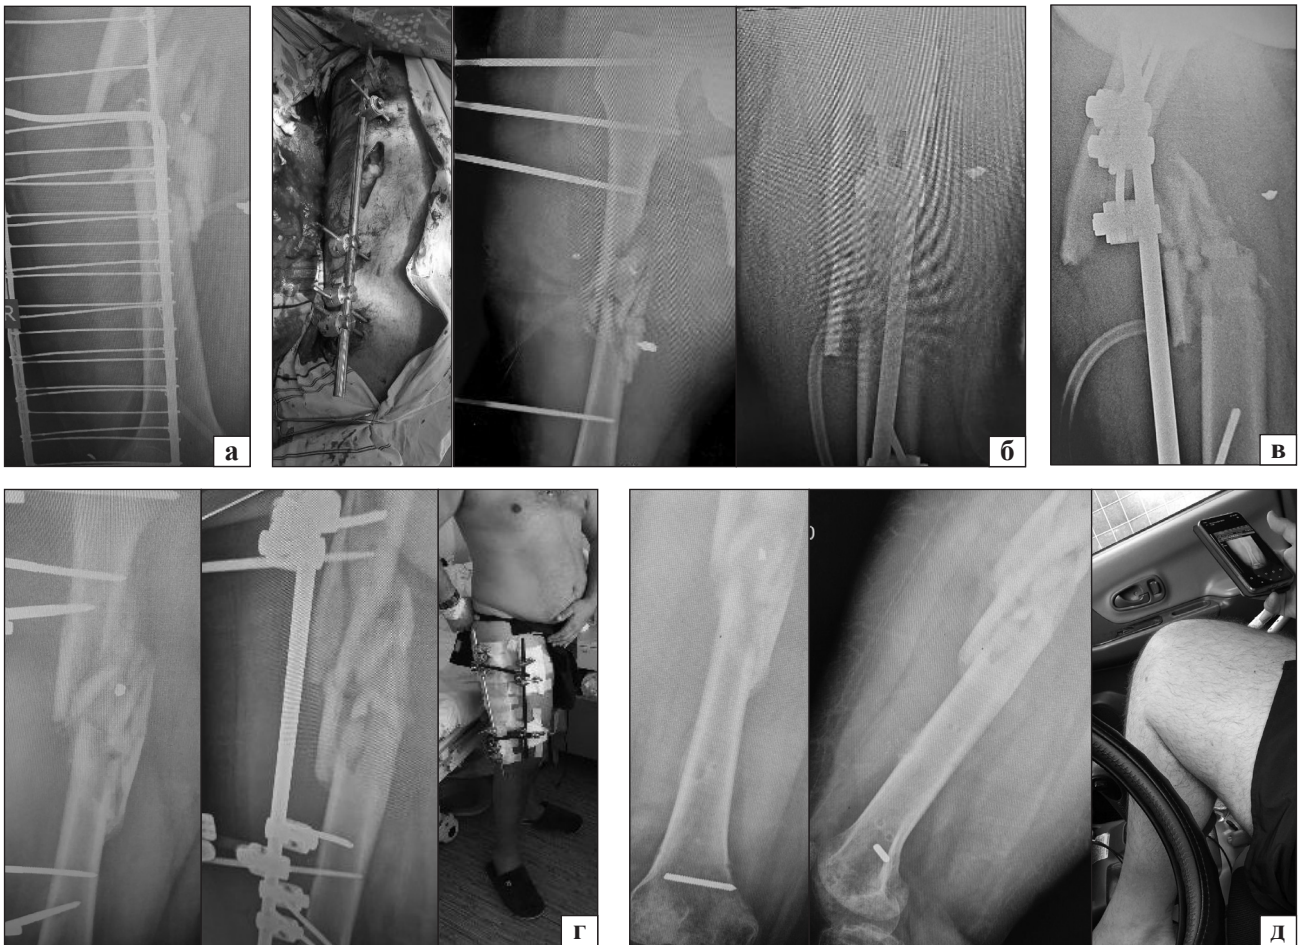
Рентгенограми та фото пораненого К., 37 років на етапах лікування: а) під час госпіталізації в день поранення; б) після виконання операцій; в) вторинне зміщення відламків на 8 добу після операції; г) результат після повторного зіставлення відламків і зміни конфігурації апарата; д) через 6,5 міс. після травми
